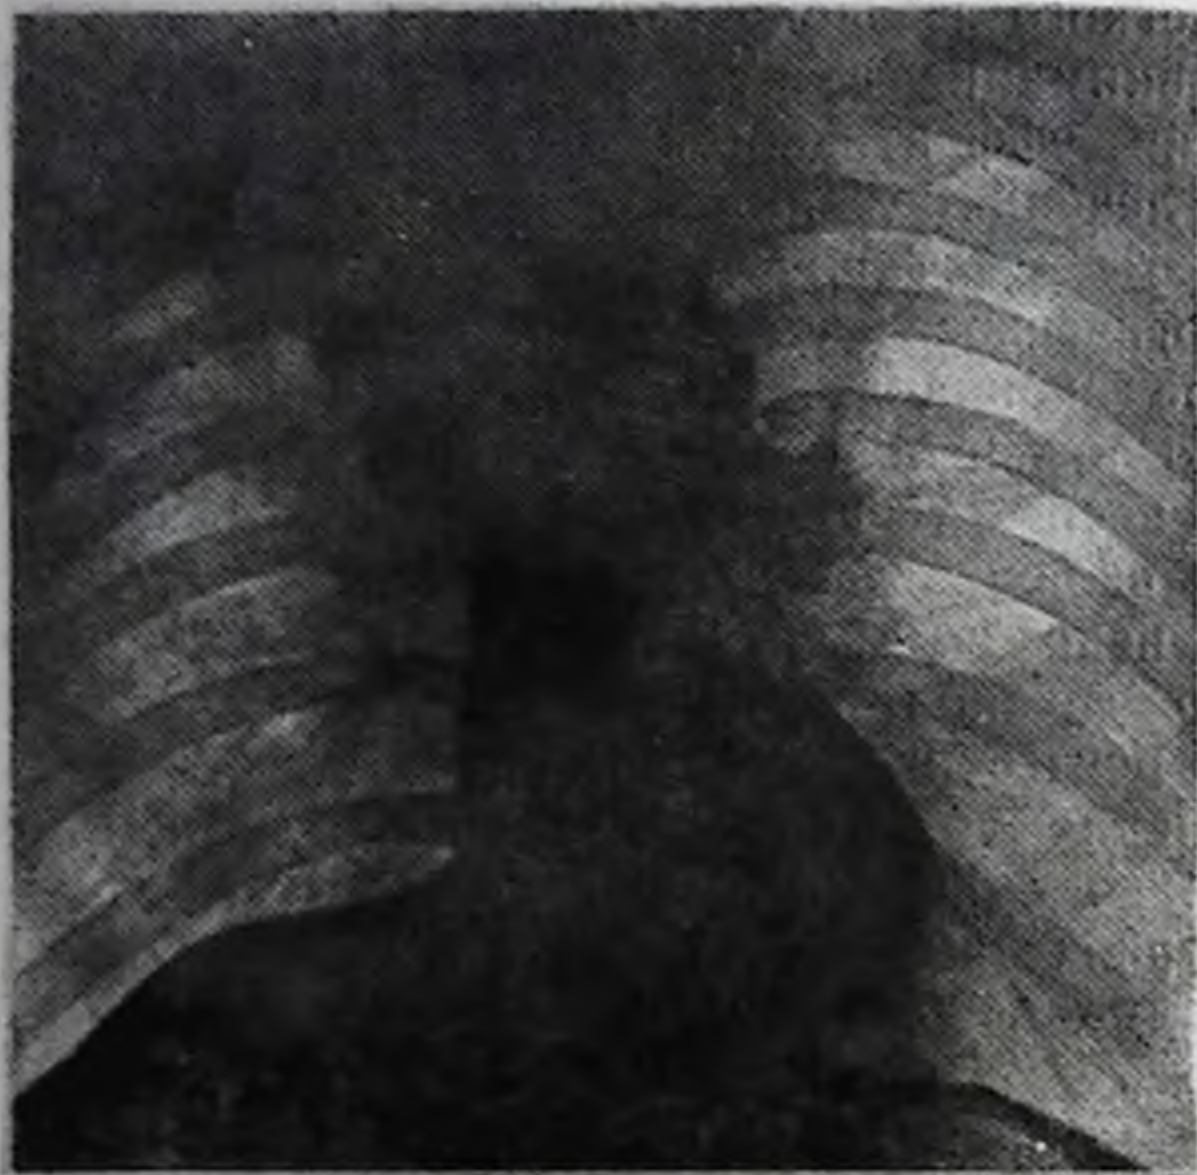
Рентгенограмма легких больного Н., 48 лет. Рак бронха. Ателектаз верхней доли правого легкого.
